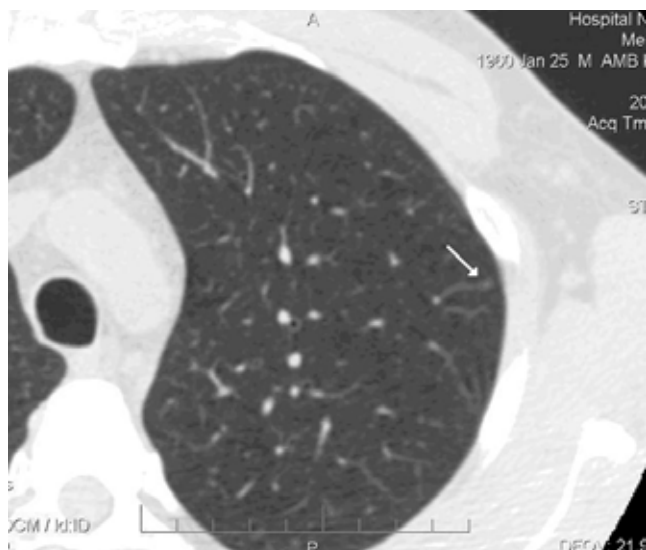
Мультислайсовая компьютерная томограмма легких высокого разрешения больного Б., 45 лет с диагнозом сахарный диабет 1-го типа, тяжелой степени тяжести; длительность диабета - 33 года.
